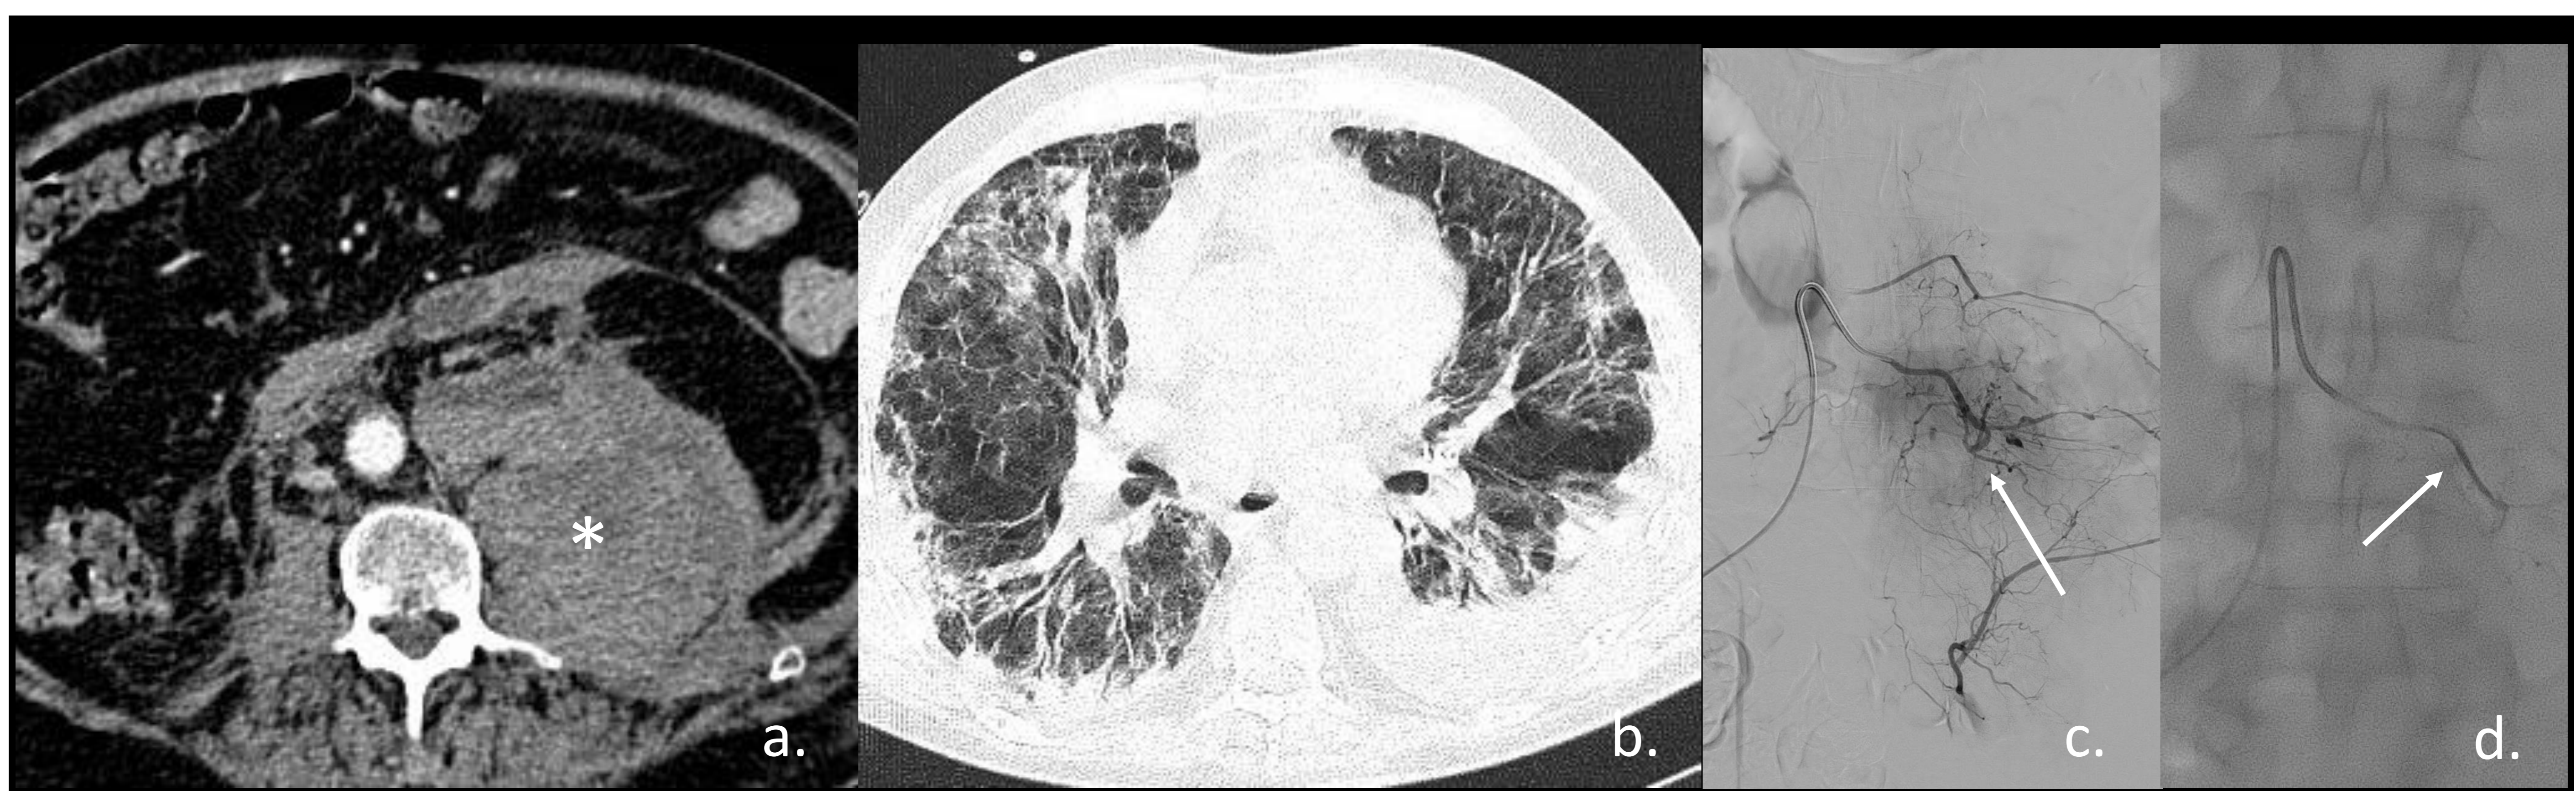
Mujer de 57 años con antecedente de FA, ingresada por afectación pulmonar por COVID-19 y tratamiento anticoagulante por TVP derecha, presenta hipotensión y descenso de 4 mg/dl de hemoglobina. TC abdominal con contraste iv (a). Hematoma extenso del psoas izquierdo (\*) aumento de atenuación de la grasa retroperitoneal. Ventana de pulmón (b) consolidación pulmonar de predominio periférico en ambos lóbulos inferiores y zonas parcheadas de densidad en vidrio deslustrado. Arteriografía pre (a) y postembolización (b) de sangrado activo de arteria lumbar distal izquierda y arteria del iliopsoas (flechas).
